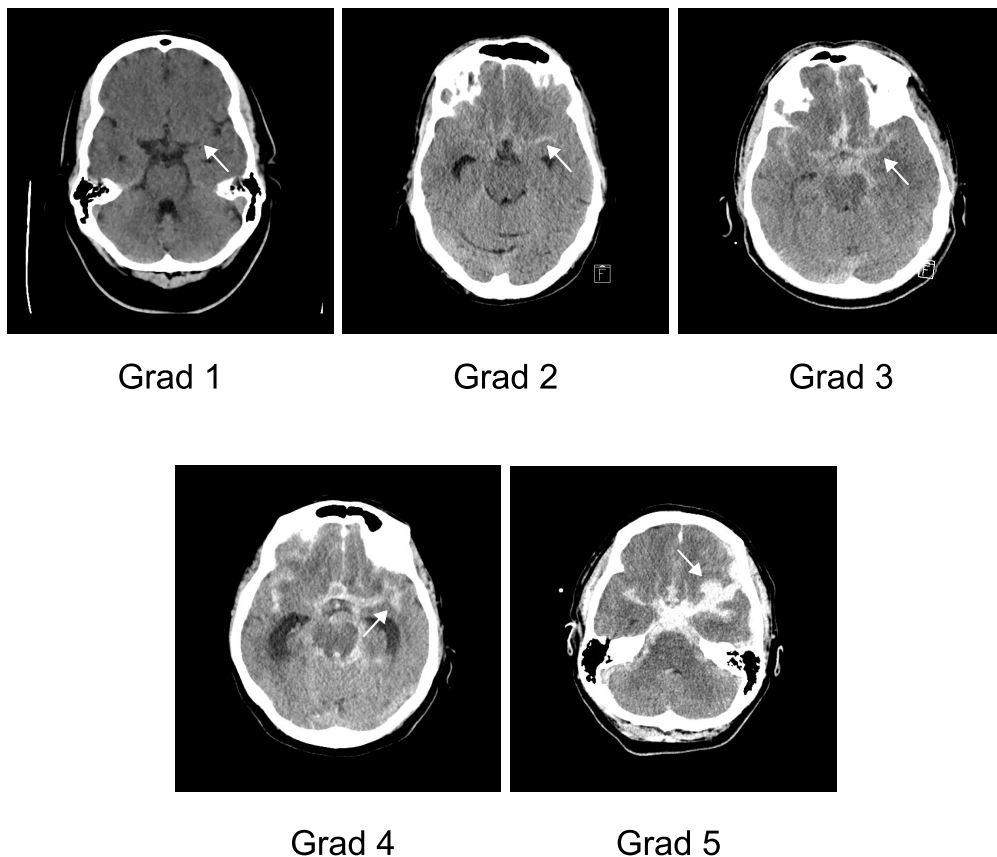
BNI-Klassifikation in der nativen CT (eigene Darstellung)
